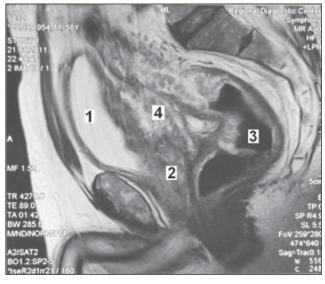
МРТ-органов малого таза: 1 — мочевой пузырь; 2 — простата; 3 — сигмовидная кишка; 4 — ткань опухоли
